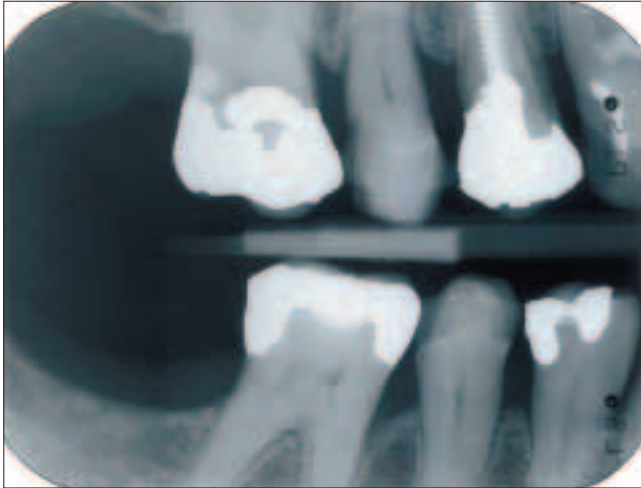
Auf der Bitewingaufnahme 18 Monate später ist die kleine Reparaturfüllung unverändert in situ.
